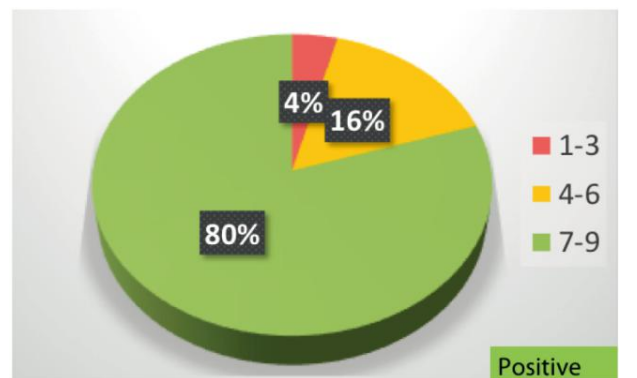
德尔菲:出于二级医疗/耳鼻喉科药物治疗的目的, 是否认可使用此前 3-6 个月内所行的 CT。
